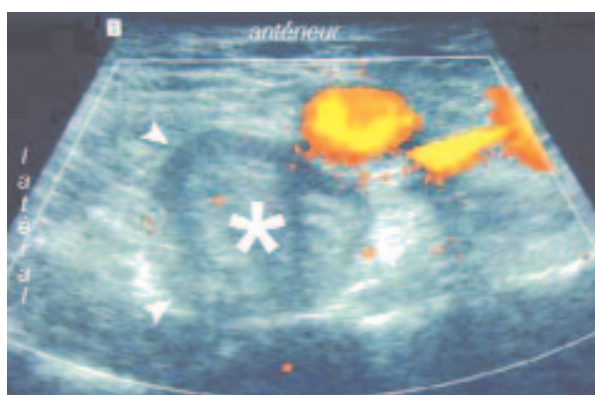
Prothèse de hanche droite de reprise. Douleurs antérieures. Coupe échographique axiale Doppler puissance. La bourse de l'iliopsoas est distendue (têtes de flèches) et contient une structure hyperéchogène (astérisque). A la réintervention : fragment de ciment, non visible sur les clichés simples.
